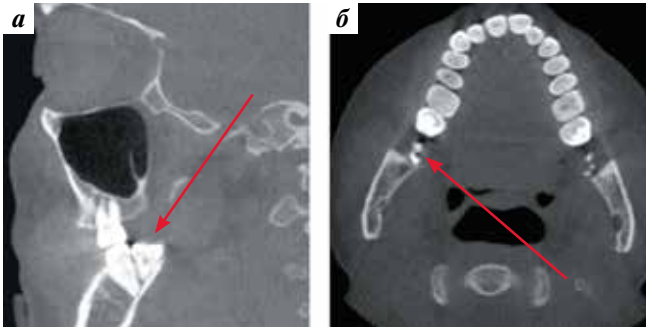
Компьютерные томограммы околоносовых пазух и зубочелюстной системы: а — сагиттальная проекция: перикоронит зуба 4.8 (скопление гноя над зубом указано стрелкой); б — аксиальная проекция: зуб 4.8 с признаками воспалительных изменений (указано стрелкой)
